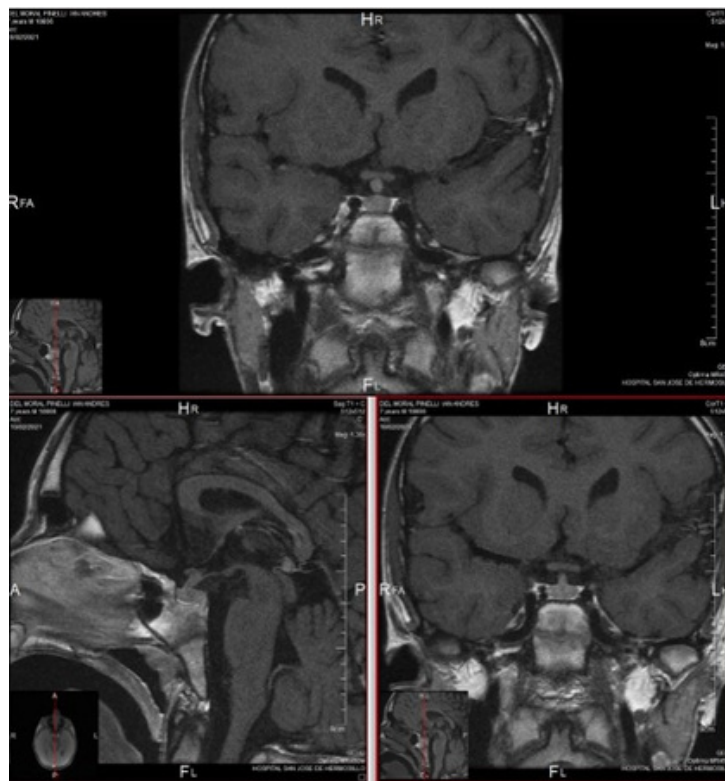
Resonancia magnética de cráneo
